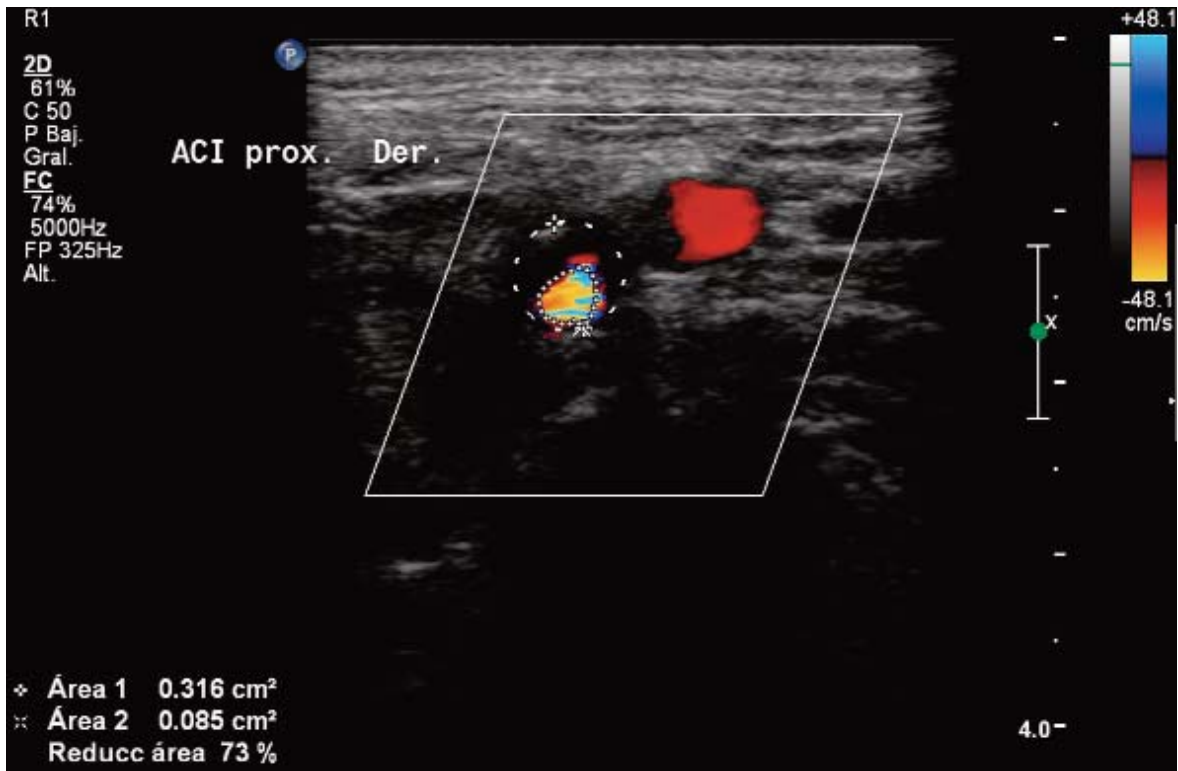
Ecografía Doppler de troncos supraaórticos. Sección transversal con estenosis mayor al 70%.
